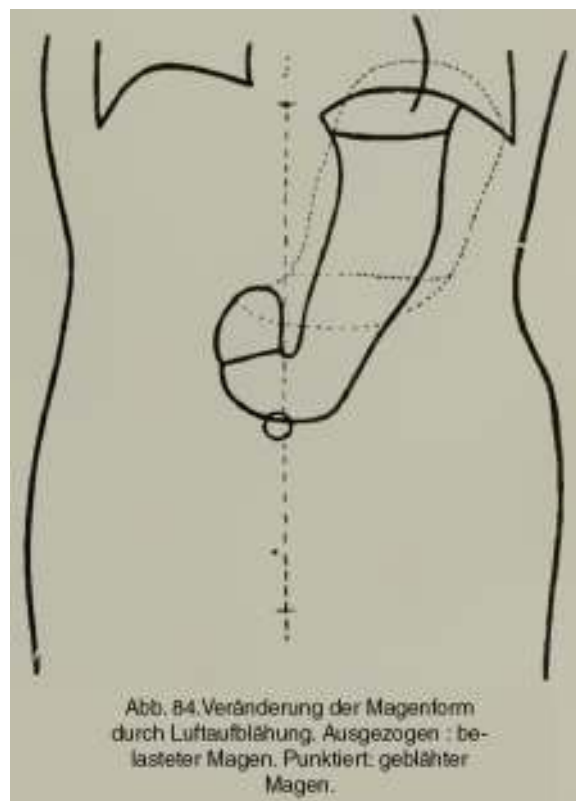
Imagen del estómago obtenida por Hermann Rieder con el compuesto por él ideado; en el ombligo una moneda sirve de punto de referencia (Forstchritte auf dem Gebiete der Röntgenstrahlen. Achter Band. Hamburg: Lucas Gräfe & Sillem; 1904-1905).
